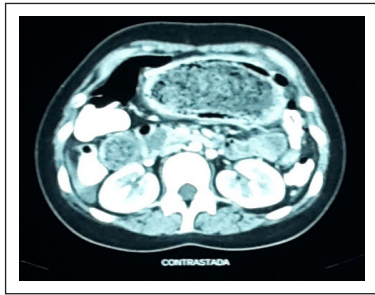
Tomografía de abdomen contrastada donde se evidencia el estómago distendido con contenido heterogéneo en su interior que se extiende hacia el duodeno.
